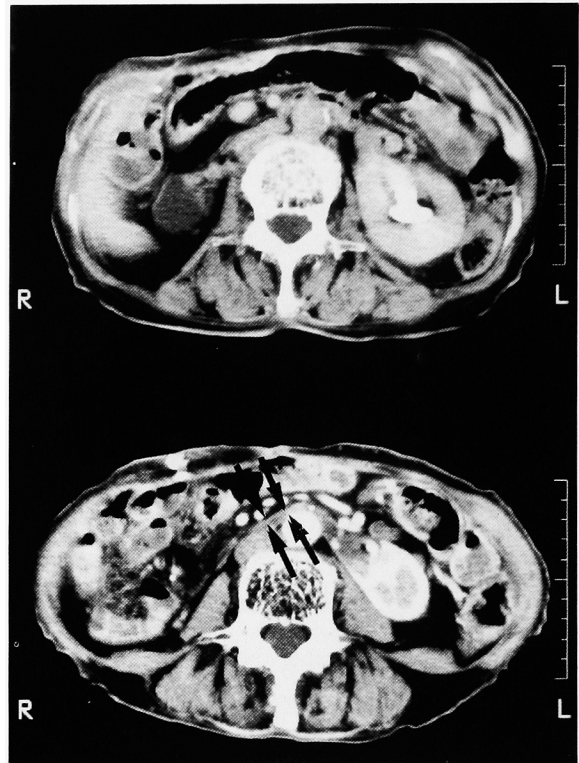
Computed tomography showed a right non-functioning kidney (above) and isthmus of a horseshoe kidney (below: arrows).
